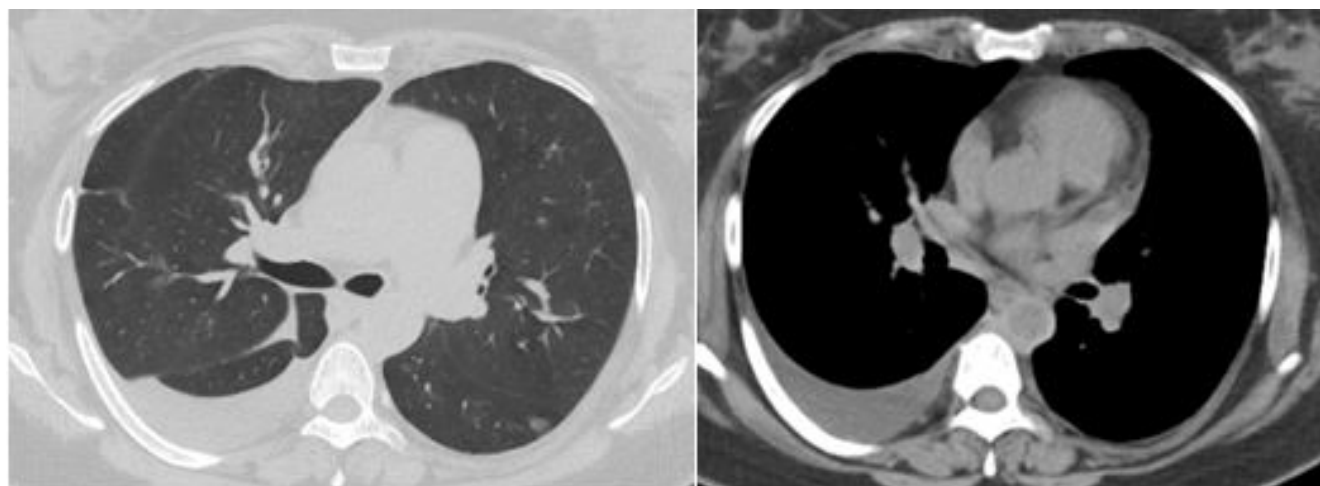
Tomografía de tórax que muestra derrame pleural derecho, opacidades en vidrio esmerilado y atenuación en mosaico.
